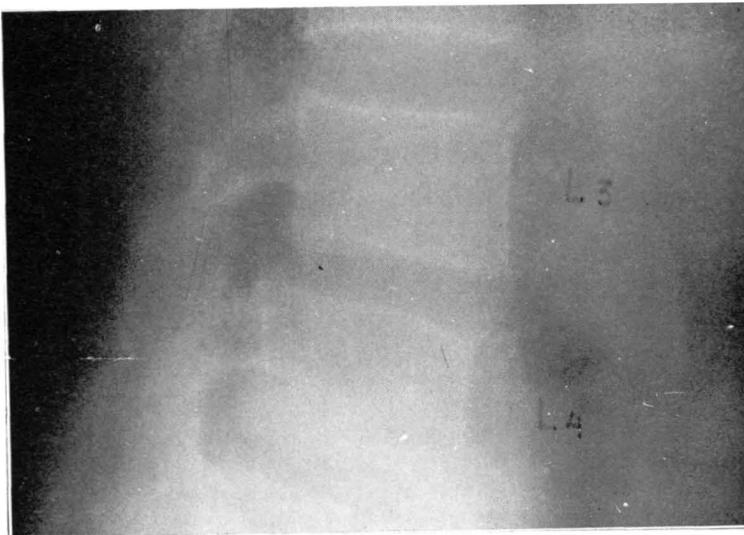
Tomografía lumbar, proyección lateral. Leve listesis L3-L4 ocasionando disminución de amplitud del canal de conjunción (caso 1).
